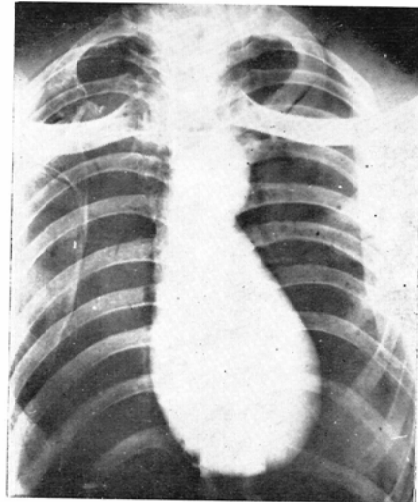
Radiograph of the phantom.
